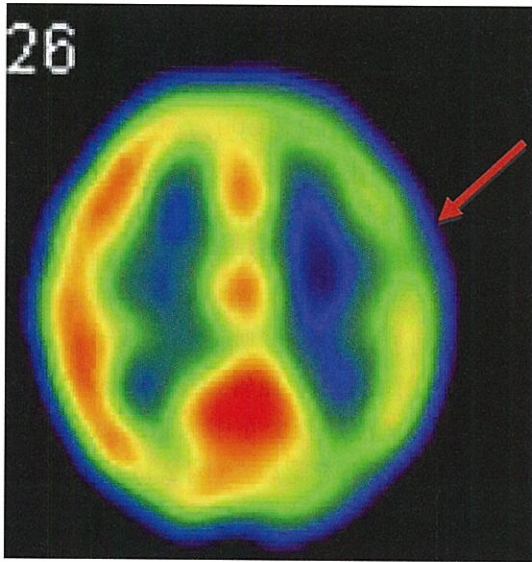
SPECT: 左中大脳動脈領域の血流低下(矢印)
